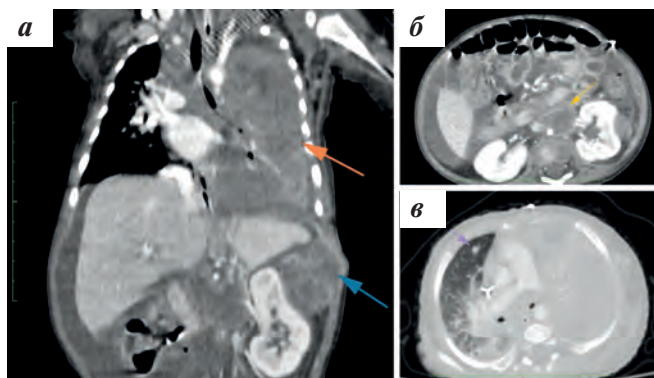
МСКТ ОГК и ОБП с контрастированием, венозная фаза. Исследование после 2 курсов ICE: а — синей стрелкой обозначена опухоль мягких тканей, размерами до $44 \times 33 \times 43$ мм, объем — 32 см^3 , оранжевой стрелкой отмечен коллапс левого легкого; б — желтой стрелкой обозначен опухолевый компонент в области чревного ствола; в — сиреневой стрелкой обозначен «свежий» метастатический очаг в правом легком
